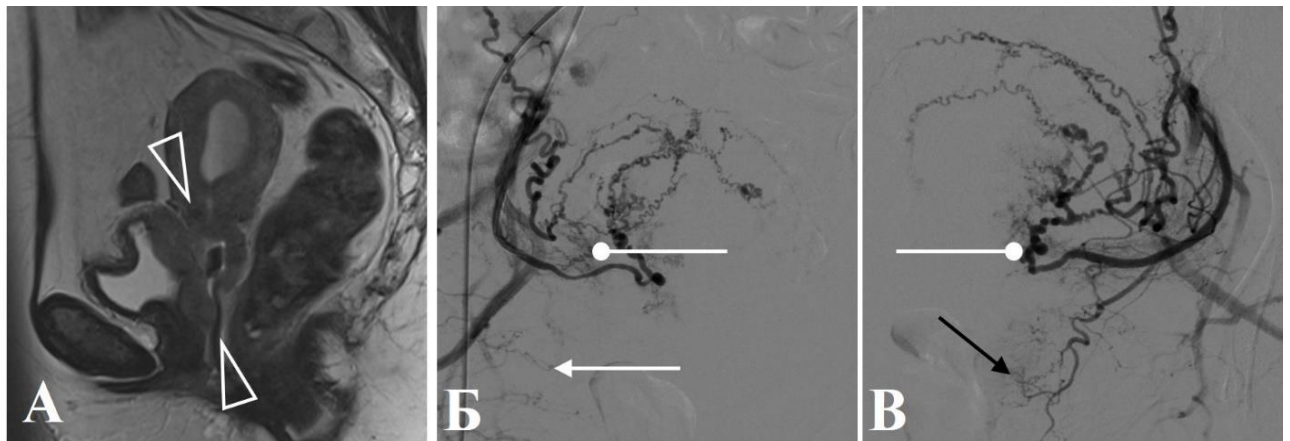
Женщина 57 лет с первичным раком шейки матки. А: МРТ (А) демонстрирует новообразование от средней трети тела матки до средней трети влагалища (треугольные стрелки), с инвазией переднего параметрия и стенки мочевого пузыря. Ангиограмма переднего ствола внутренней подвздошной артерии (Б) демонстрирует афференты от маточной артерии (круглая стрелка) и нижней пузырной артерии (белая стрелка). Ангиограмма маточной артерии (В) демонстрирует афференты от маточной артерии (круглая стрелка) и верхней пузырной артерии (черная стрелка)
